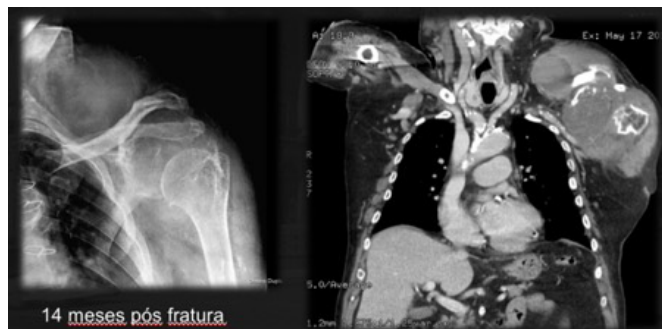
Tumefação de grandes dimensões, 14 meses pós-fratura, perceptível tanto no RX como na RM.
